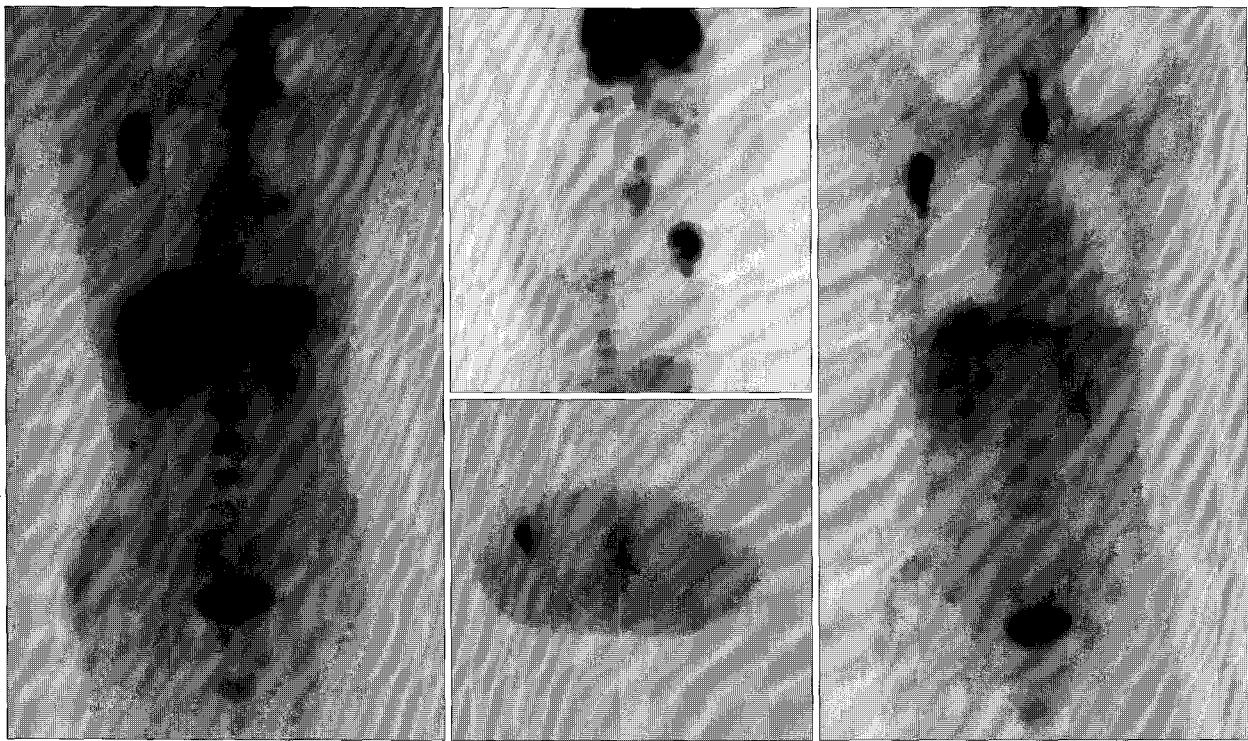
Multiple distant metastases on lung, spine, thyroid, right axillary lymph node are seen by PET (positron emission tomography).
